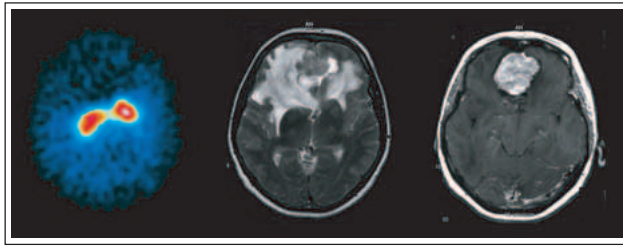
Läsionelles Parkinson-Syndrom bei Olfaktoriomeniomeom. FP-CIT-SPECT (links), T2-gewichtetes axiales MRT (Mitte) und KM-verstärktes T1-gewichtetes axiales MRT (rechts). Die abnorme Speicherung im DAT-SPECT ist durch die im MRT sichtbare Verlagerung vor allem der rechten Basalganglien durch die frontale Raumforderung erklärbar. Die Gliose des frontalen Marklagers führt auch zu einer Abnahme der unspezifischen Bindung des SPECT-Tracers in diesem Bereich. © W. Pirker, Universitätsklinik für Neurologie, Wien.
